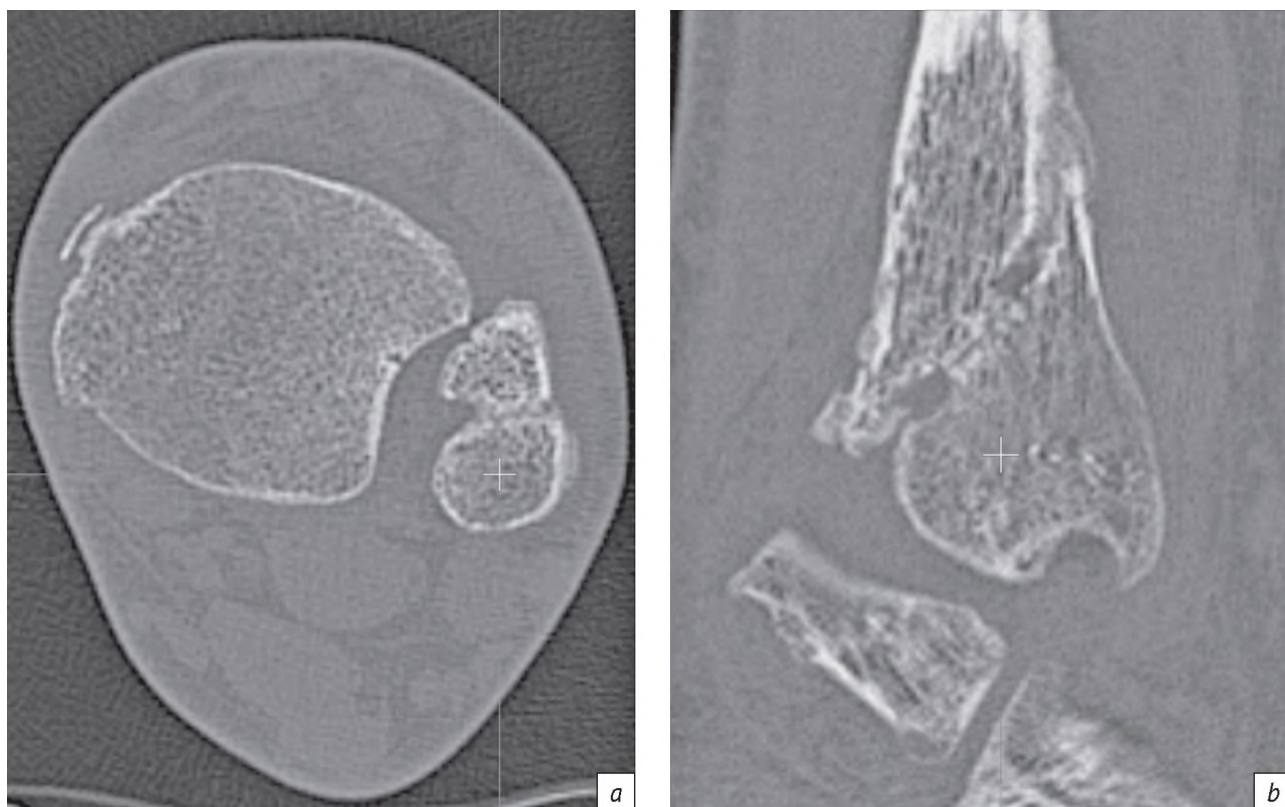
Томограммы пациента с неправильно консолидированным чрессиндесмозным переломом наружной лодыжки в аксиальной (а) и сагиттальной (b) плоскостях в режиме Bone. Срок с момента травмы – 63 сут
